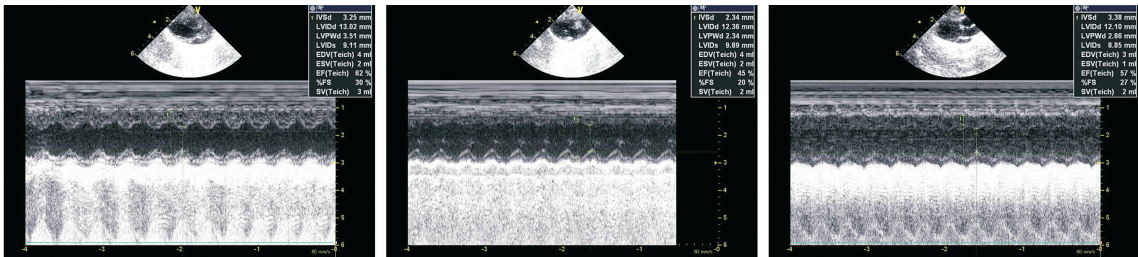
术后 6 周超声心动图 从左至右依次为假手术组、心功能不全组、MCP 组。
